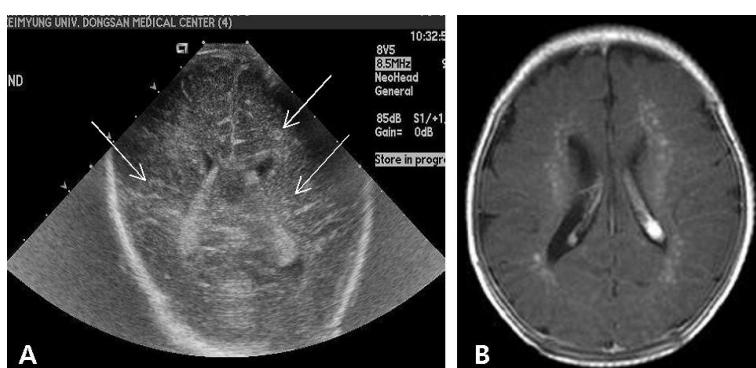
Radiologic findings of candida meningitis. (A) Coronal ultrasonographic image showing multiple tiny ring-like lesions (arrows) in the bilateral subcortical and periventricular regions. (B) Gadolinium-enhanced T1-weighted magnetic resonance image showing multiple enhanced nodules in periventricular regions (Data from JY Kim, et al.³⁴).
